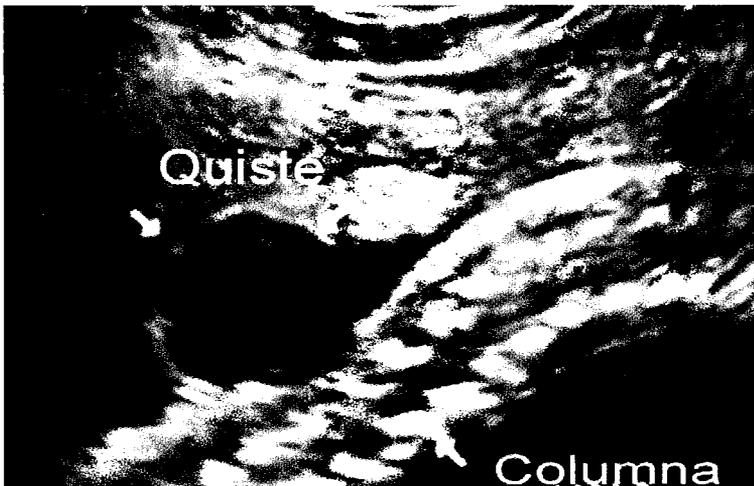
Ultrasonografía diagnóstica de Espina Bífida.
